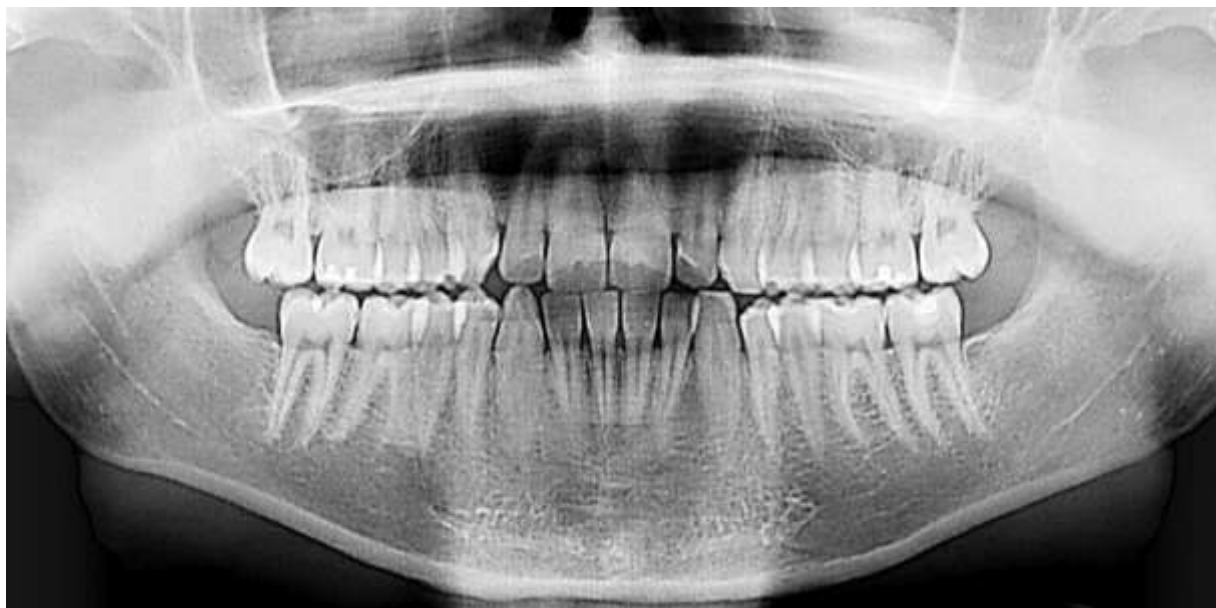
Ортопантомограма хворого С. (історія хвороби № 5524)
